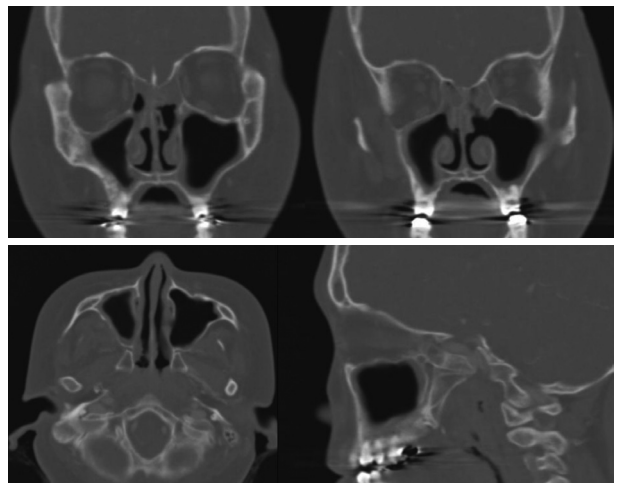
Coronal, axial and sagittal CT image after second operation.
